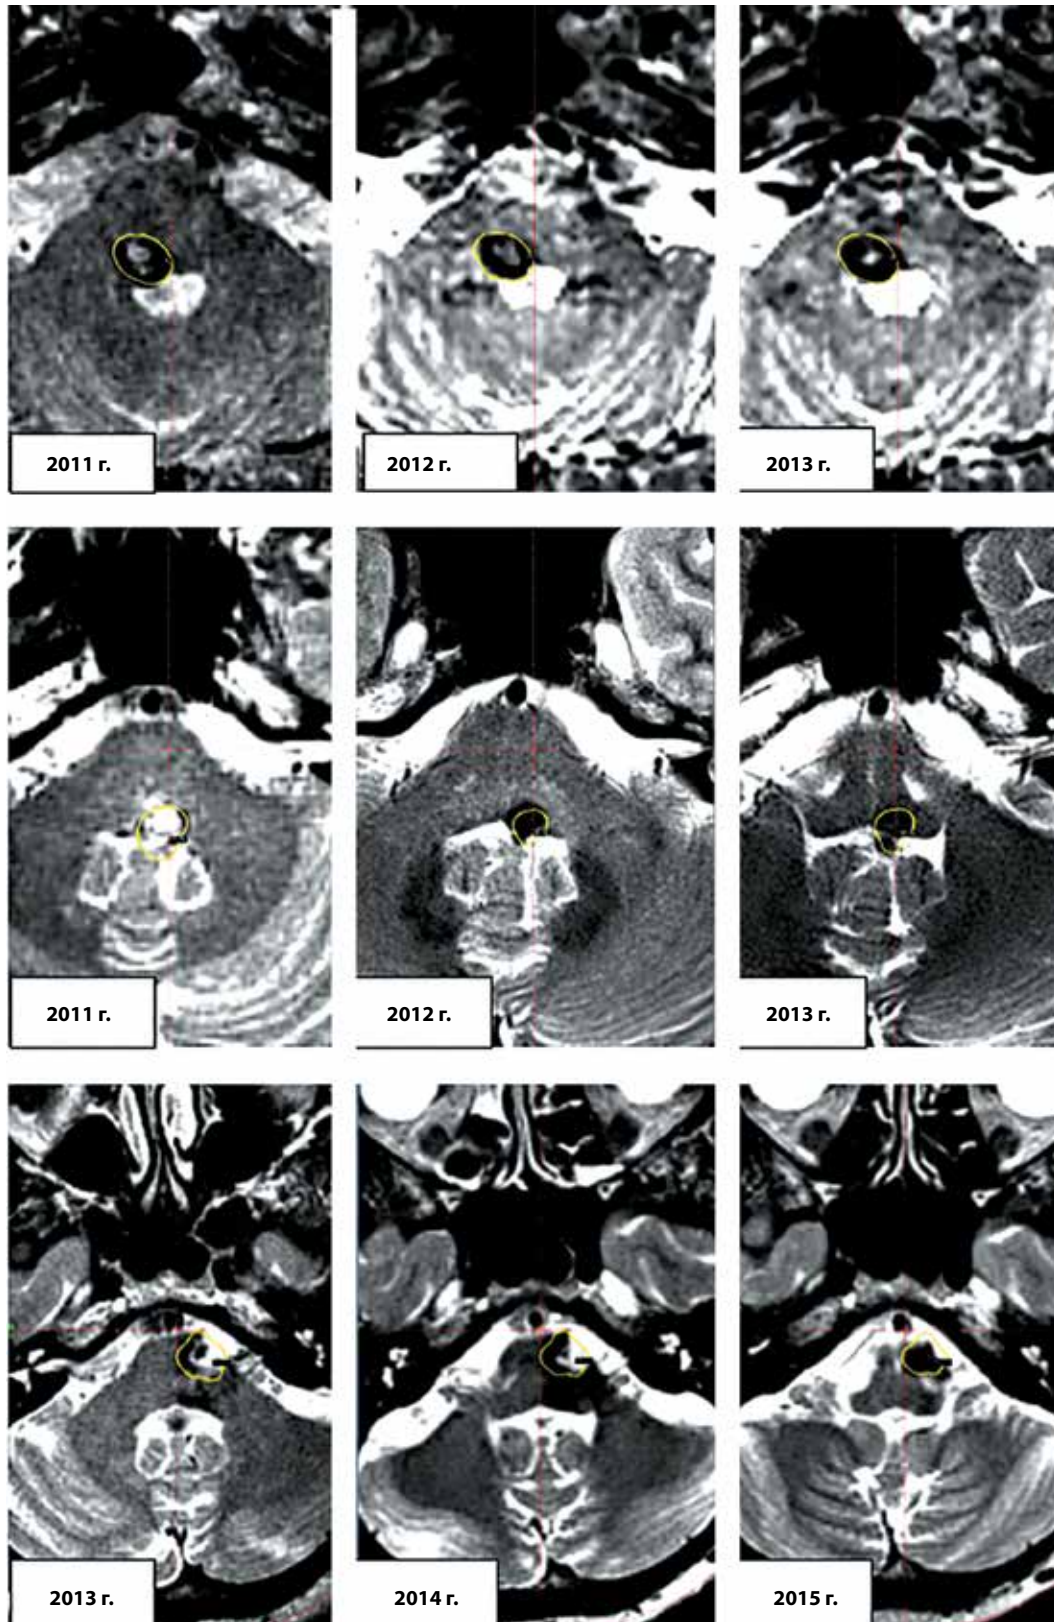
Магнитно-резонансная томография 3 пациентов. «Таяние» с годами тела кавернозной мальформации после стереотаксического радиохирургического лечения (каждый горизонтальный ряд изображений соответствует данным 1 пациента, слева – исходное состояние). Краевая изодоза, соответствующая контуру мишени облучения, обозначена желтым
